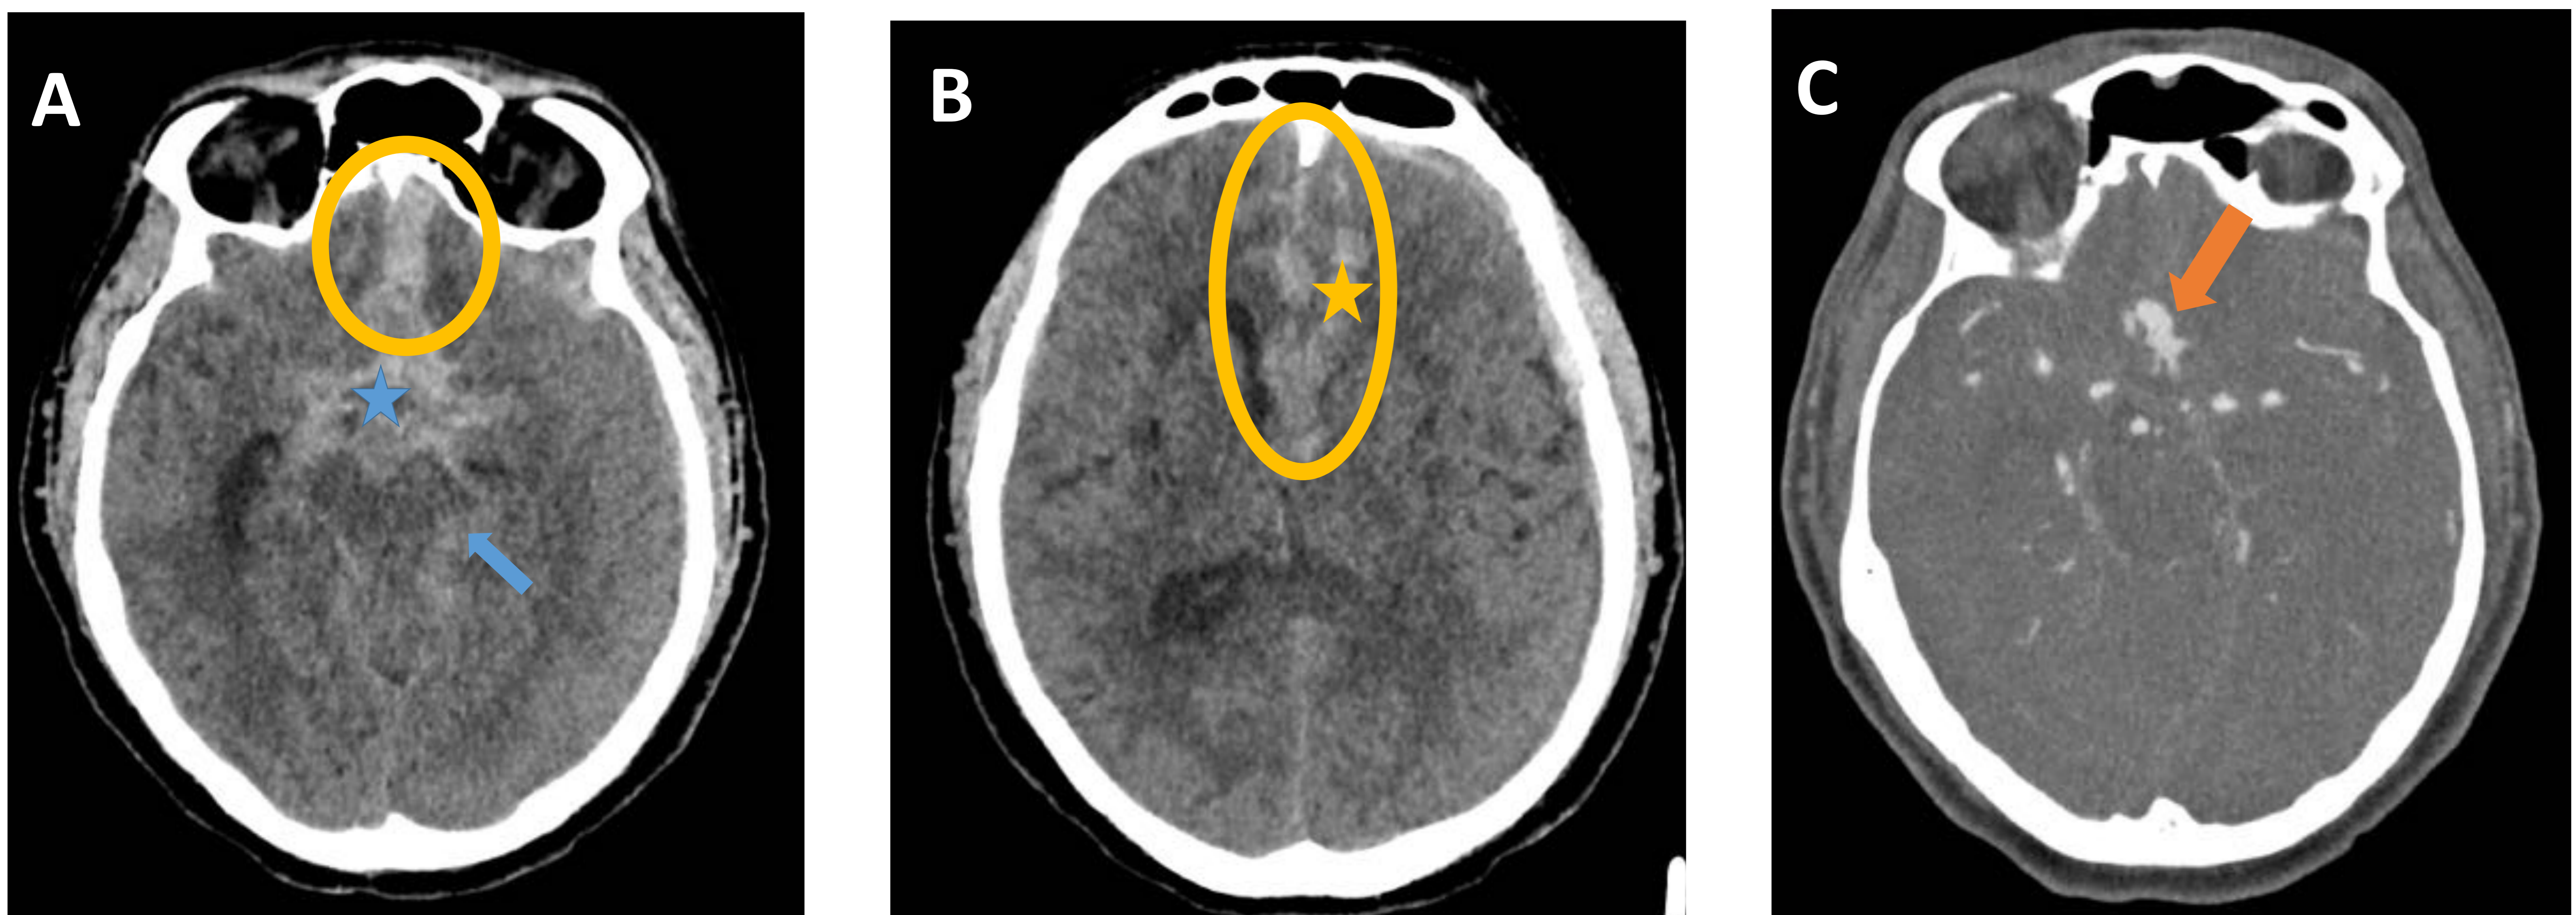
Tc craneal sin CIV (A y B) y angio-TC de arterias cerebrales (C) en paciente con cefalea brusca.
